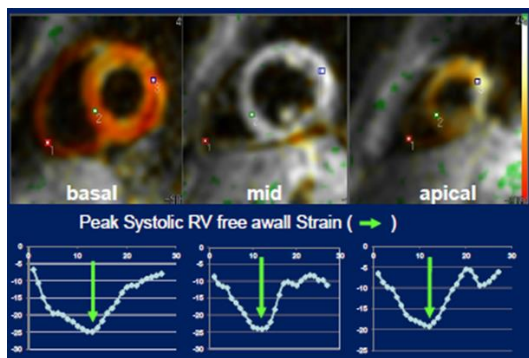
正常ボランティアにおける SENC MRI による心筋ストレインの計測。心基部、左室中央部、心尖部の左室短軸 3 断面で SENC MRI を撮影し、右室自由壁と心室中隔における長軸方向の心筋ストレインを定量計測した。
